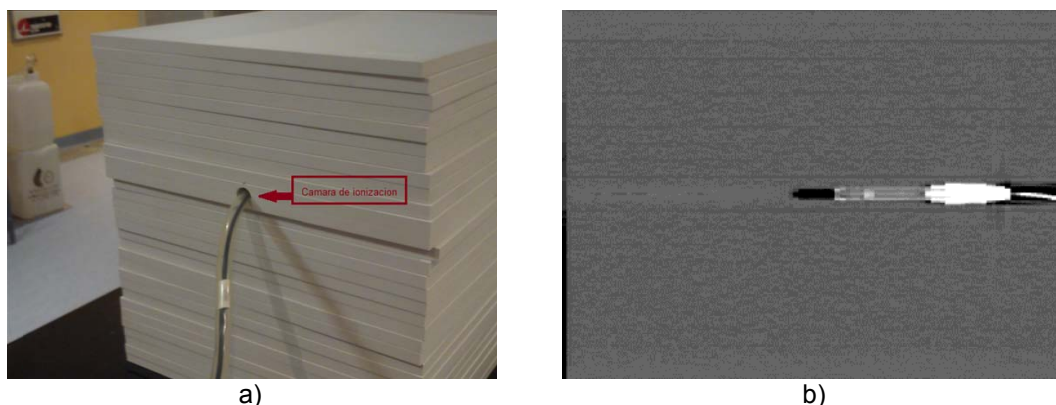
a) Phantom RW3. Se muestra el posicionamiento de la cámara de ionización para las lecturas dosimétricas; b) Tomografía tomada sobre el phantom RW3. Se observa la ubicación de la cámara de ionización Farmer respecto del isocentro.
